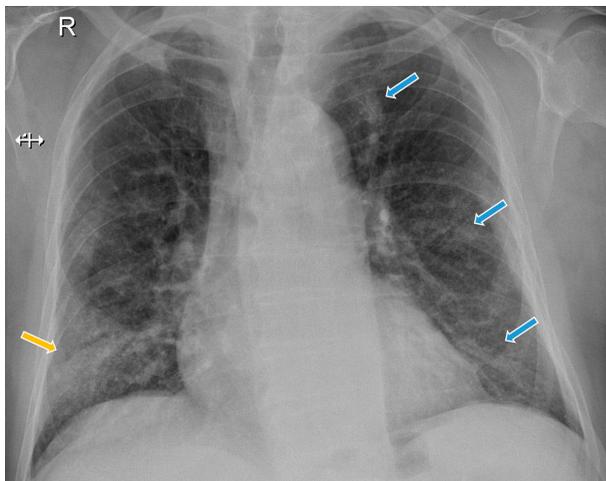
Paciente de 78 años que consultó por astenia y debilidad generalizada de cuatro días de evolución. En radiografía de tórax, al ingreso, se observa aumento difuso de la opacidad en campo pulmonar inferior derecho (flecha amarilla), y otras áreas de aumento de la opacidad total en campos superior, medio e inferior izquierdos (flechas azules). ERVI: 5. Diagnóstico de COVID-19 confirmado por RT-PCR.
